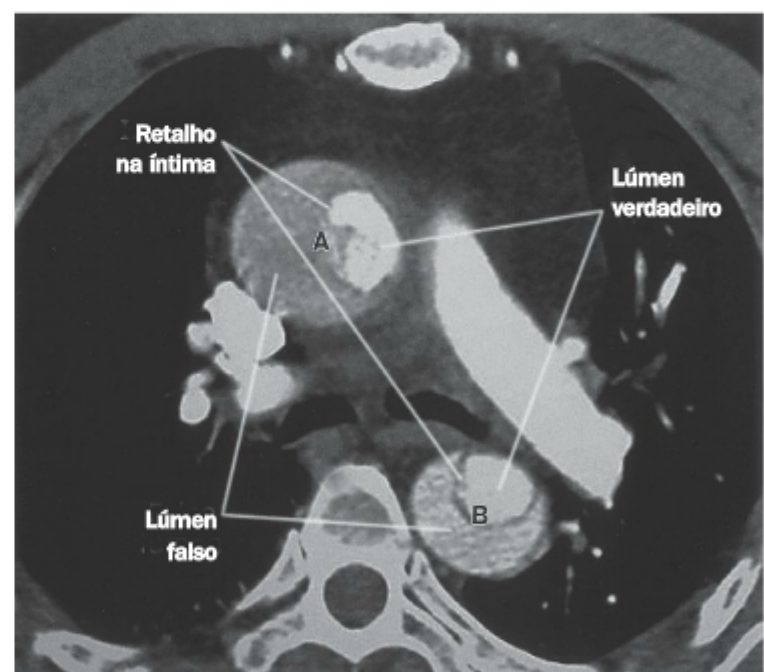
Tomografia computadorizada de uma dissecação aórtica tipo A com retalho da íntima nos segmentos ascendente (A) e descendente (B) da aorta.
